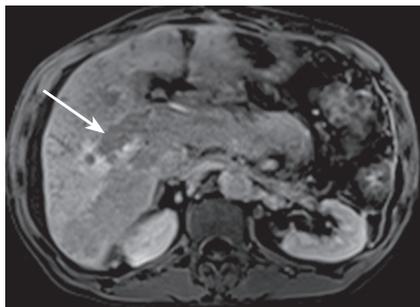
Аксиальные МР-томограммы пациента К. 55 лет. Гепатоспецифическая фаза. ГЦР. Диффузно-инфильтративная форма. Опухолевый тромбоз воротной вены
